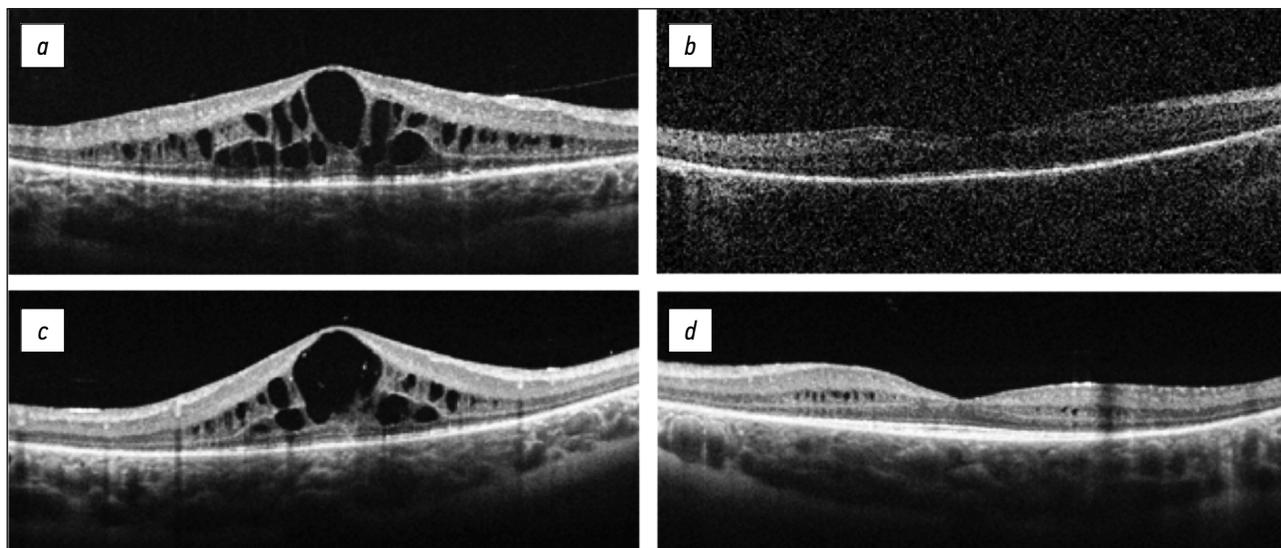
Пациент П., 16 лет. Результаты оптической когерентной томографии. Правый глаз *a* и левый *b* глаз до начала введения триамцинолона, Кистовидные полости в наружном и внутреннем ядерных слоях сетчатки. Центральная толщина сетчатки справа 618 мкм, слева 626 мкм после 10 введений триамцинолона. Справа *c* — резорбция макулярного отёка, ЦТС 272 мкм. Слева *d* — небольшие кистовидные полости в слоях сетчатки парафовеально, ЦТС 201 мкм.
